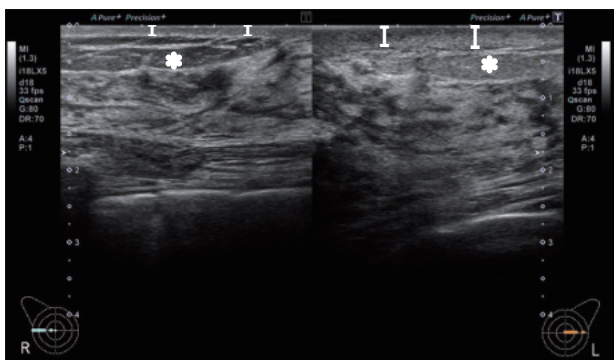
(再掲). 超音波画像. 乳腺内に低エコー病変のない領域にも、皮膚、皮下脂肪(*), 乳腺の厚みに左右差がある。
